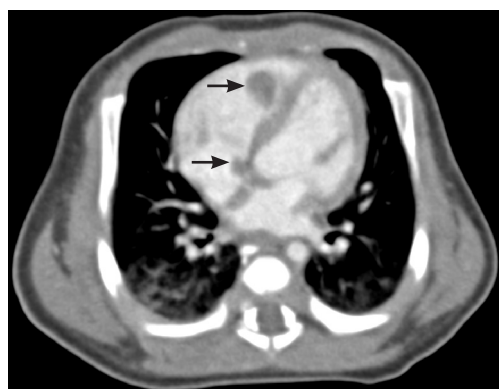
心脏 CT 扫描 患儿为男婴, 生后 19 d 行心脏 CT 扫描, 见右心室窦部及右心房近三尖瓣上方各一类圆形肿物影, 向心室腔及心房腔内凸出, 边缘光滑规整, 密度均匀, 平扫呈等密度, 为多发 CRM (箭头所示)。
